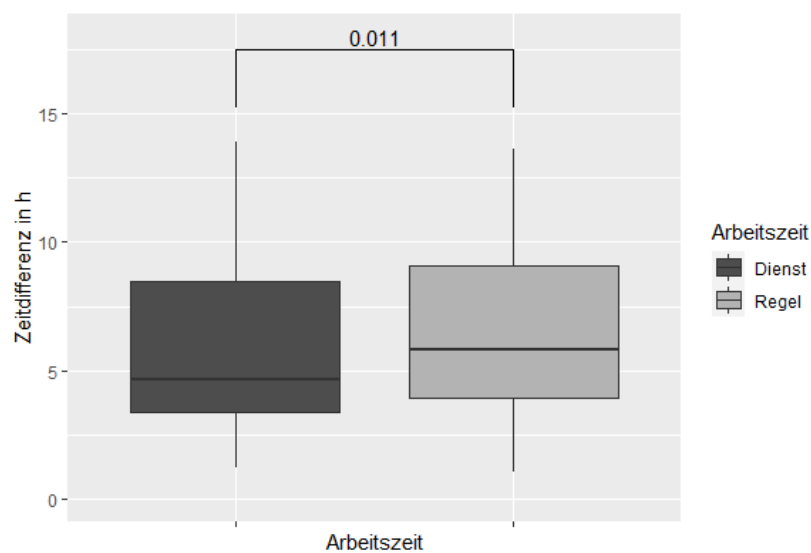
Zeit von der CT-Anmeldung bis zur Intervention in Bezug auf die Arbeitszeit
